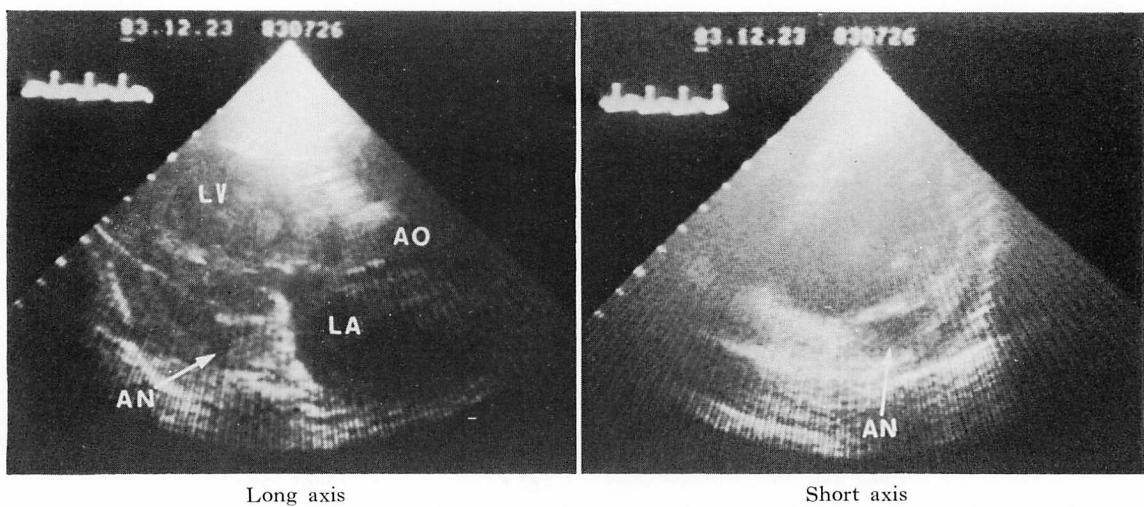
Two-dimensional echocardiograms taken on the 46th day after onset of myocardial infarction.
